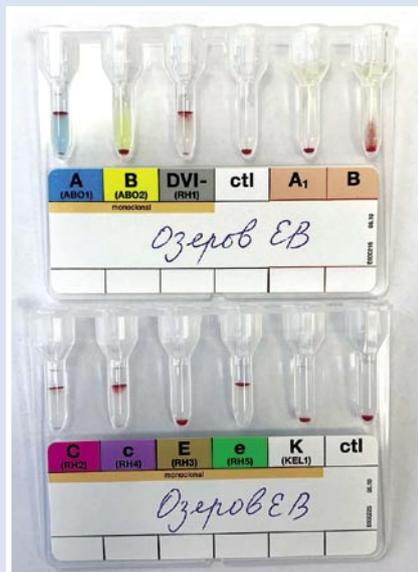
Трансфузионная химера по А и D.
